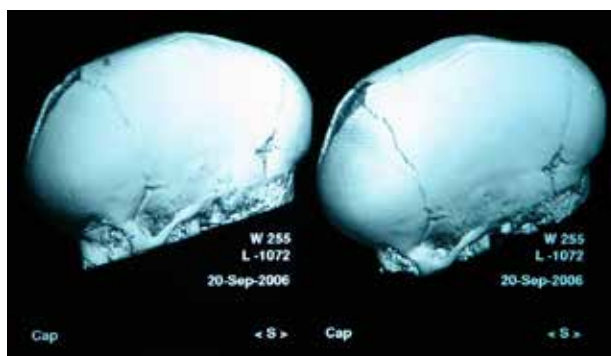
Aspect computer tomografic cu reconstrucție 3D : Preoperator. Din colecția personală Prof. AV. Ciurea
